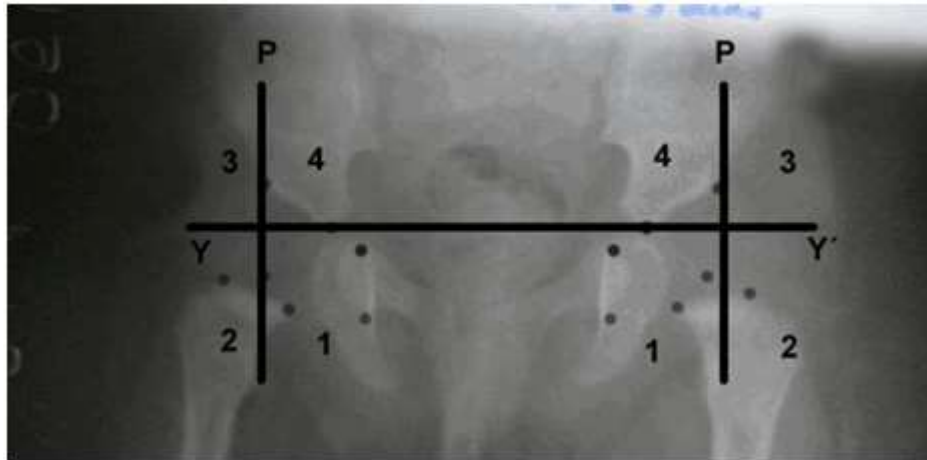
Radiografía de subluxación en ambas caderas, donde se distingue los diferentes cuadrantes de Putti enumerados del uno al cuatro, localizándose en el cuadrante uno y dos.
